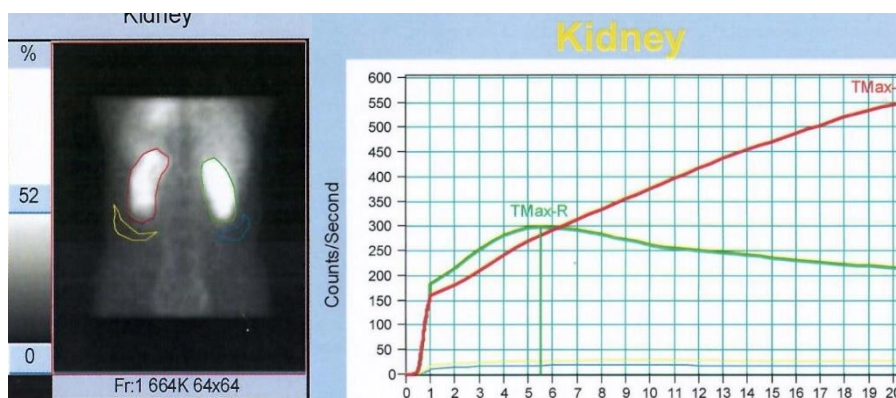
Динамическая нефросцинтиграмма (слева) и ренограмма (справа) при обструктивном камне левой почки без нарушения секреторной функции почки
